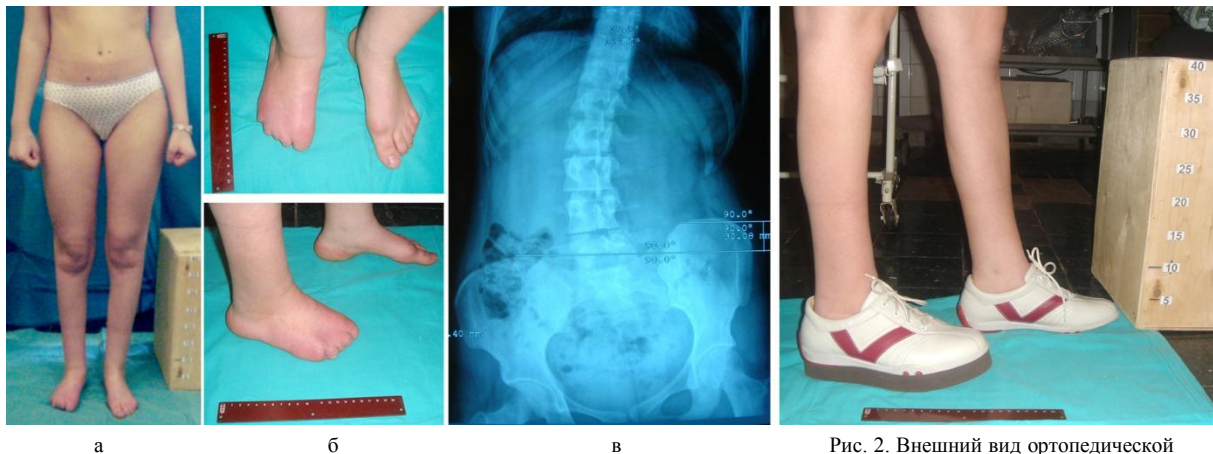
Внешний вид больной (а); недоразвитие пальцев правой стопы (б), обзорная рентгенограмма позвоночника и таза: искривление и перекос таза (в)
